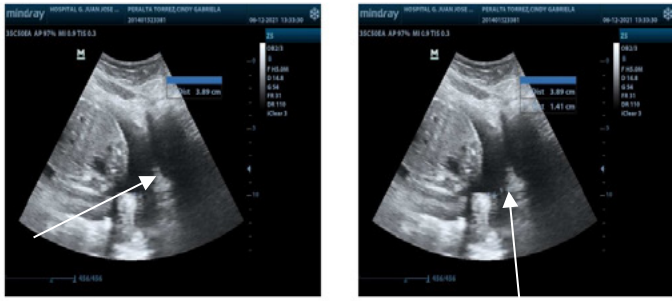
se observa apertura del orificio cervical interno, por el cual protruyen membranas ovulares, con presencia de signo Sludge que consiste en un agregado denso de material particulado visible por ultrasonido, en relación directa o próxima al orificio cervical interno que sugiere infección por microorganismos.
